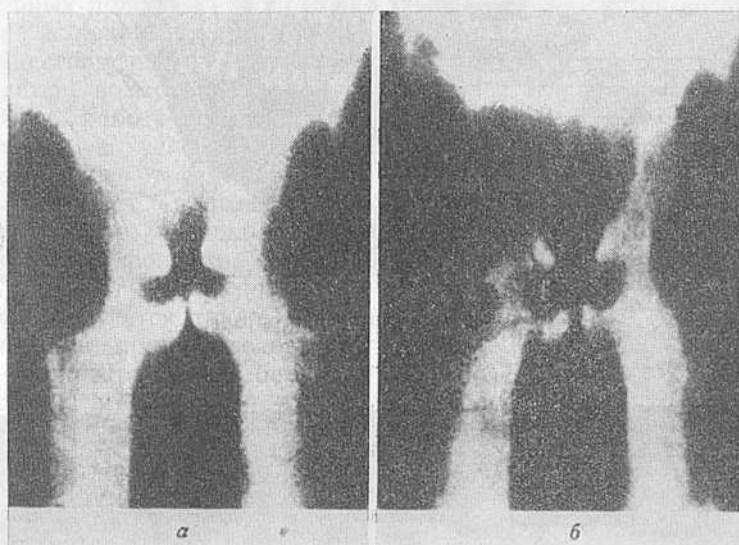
Томография при фонации гортани.
